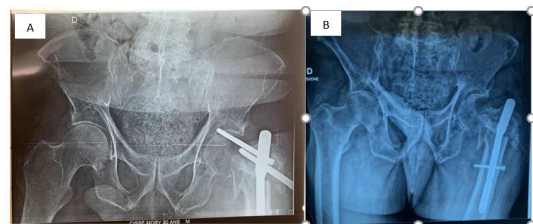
A: Radiographie montrant le démontage du matériel en effet Z
